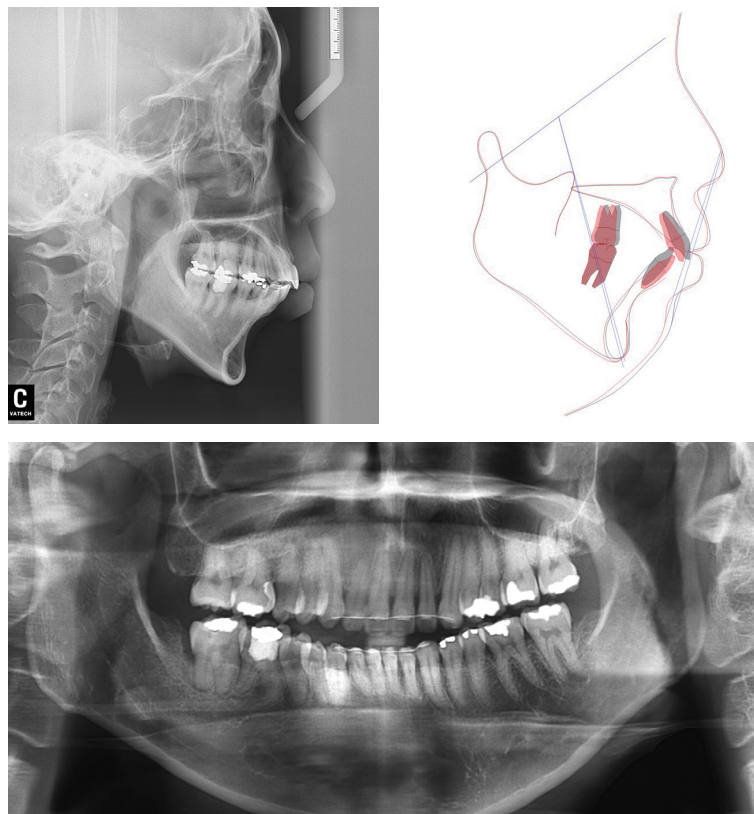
Posttreatment lateral cephalogram, cephalometric superimposition of pretreatment (black) and posttreatment (red) cephalograms, and a panoramic radiograph.
